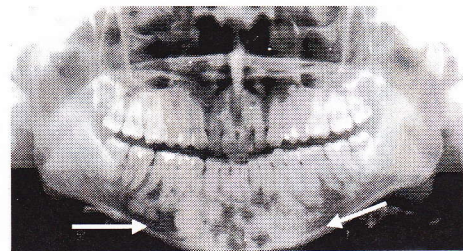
Displasia cemento ósea florida. Radiografía panorámica donde se observan múltiples imágenes radiopacas de límites parcialmente definidos con una zona radiolúcida marginal, localizada en los cuatro cuadrantes con aspecto de "motas de algodón". Imagen tomada de <http://www.cdi.com.pe/casos.asp>
